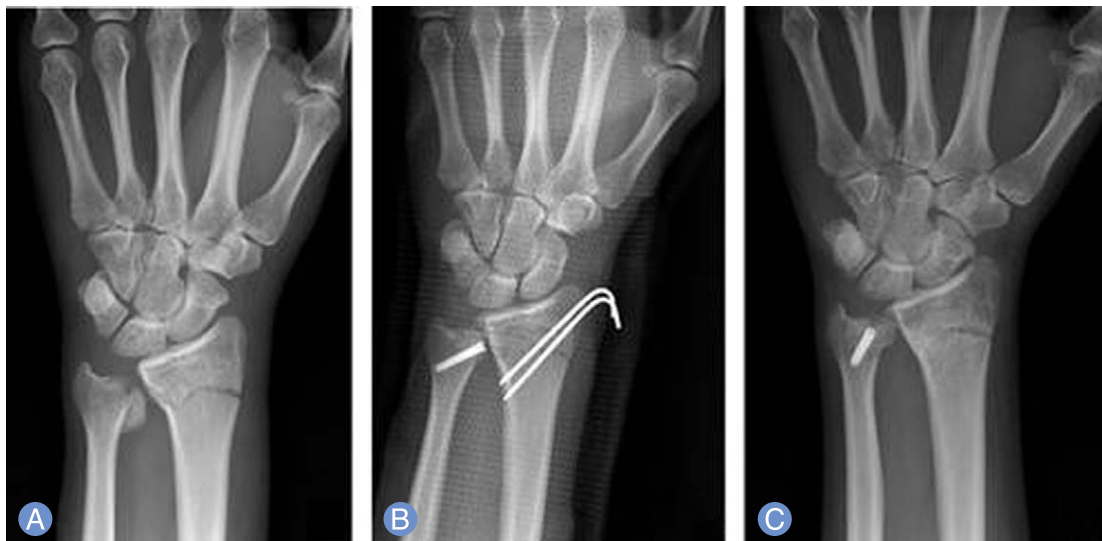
(A) Radiographs of a 30-year-old male patient show the fracture line extending distal radioulnar joint and a fracture of distal ulna. (B) Anatomical reduction was performed using K-wires and mini-Acutrak screw. (C) At 4 month follow-up, radiograph shows anatomically-reduced state.
